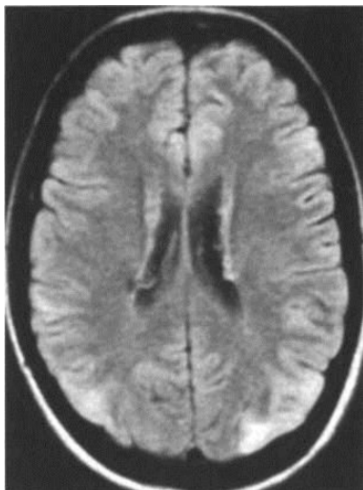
Внутрішня гідроцефалія на КТ головного мозку хворого К., 28 років, із сприятливим типом перебігу посттравматичних розладів
